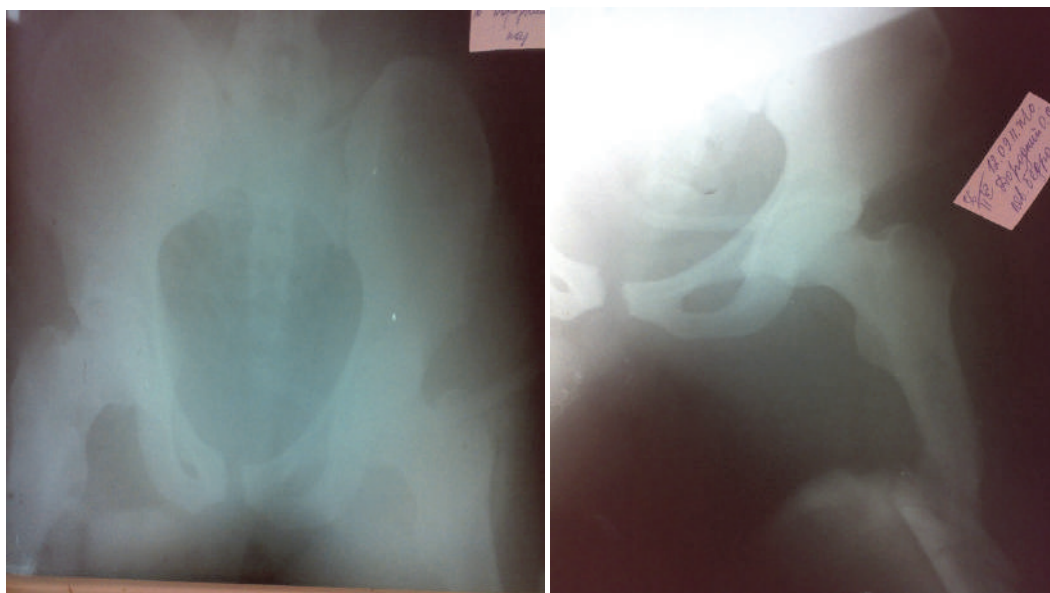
Фотокопії рентгенограм кісток таза і стегнової кістки хворого Д., 23 років, історія хвороби № 23976, при поступленні до стаціонара
